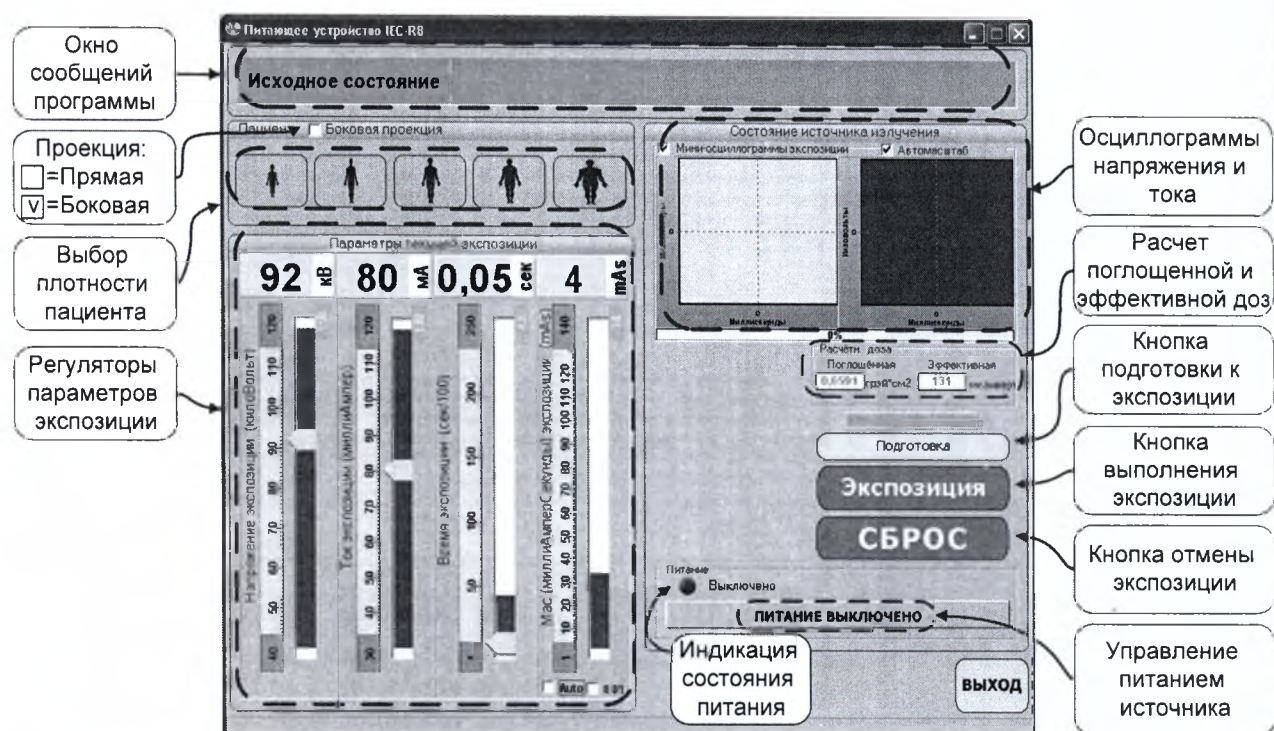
а. Форма управления рентгеновским питающим устройством и ее компоненты
